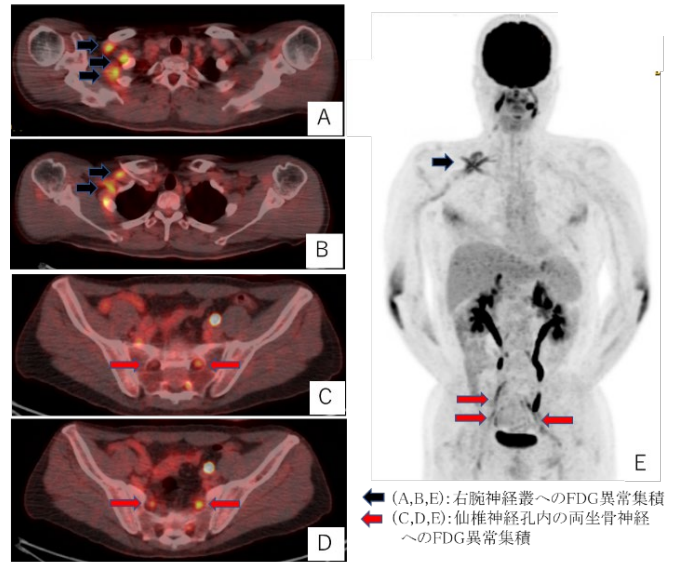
FDG-PET/CT (再発時 20XX 年 12 月)
